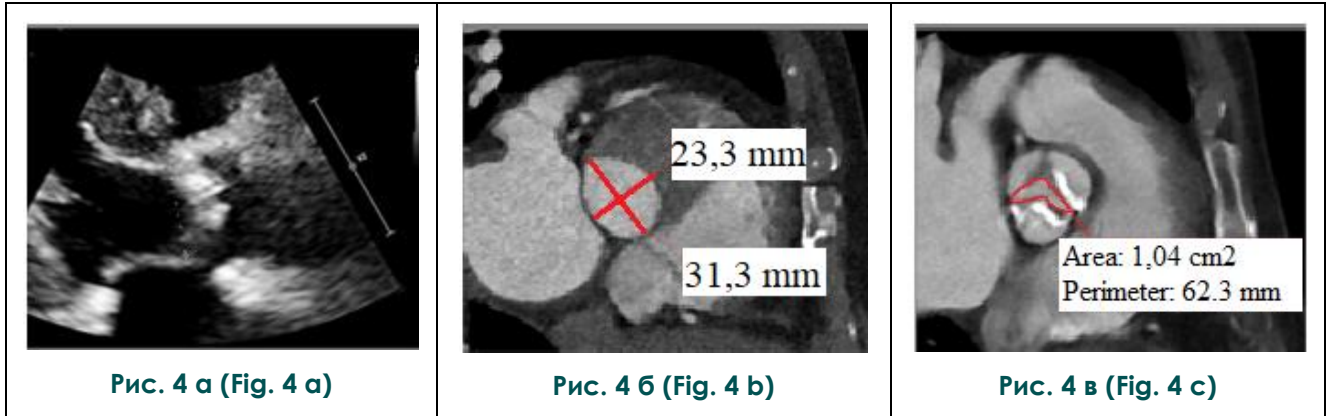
Пример измерения площади отверстия аортального клапана с помощью Эхо-КГ (А) и КТ (Б, В) у мужчины 74 лет с тяжелым аортальным стенозом [14].
